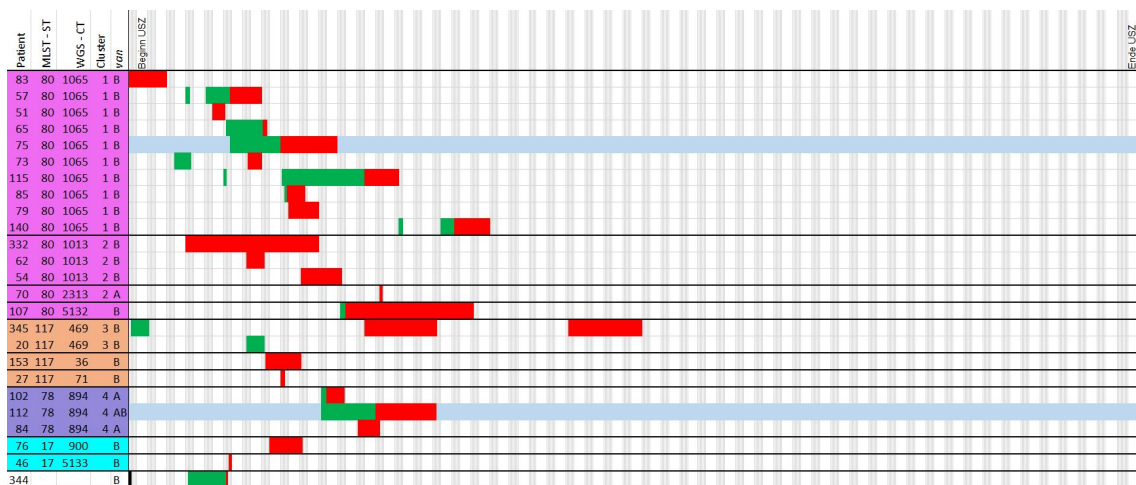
Ausschnitt der Linelist der Station 90. Abgebildet sind die stationären Aufenthalte der nosokomialen im Rahmen eines Ausbruchs sowie potenzielle Überträger unter Angabe des ST, des CT, des Clusters sowie des Resistenzgens (n = 25). Anzunehmende Transmissionen von VRE auf Basis der Gesamtgenomsequenzierung sind blau eingefärbt (n = 2), eine Transmission trat außerhalb des Untersuchungszeitraumes auf. Negative Screeningergebnisse sind schwarz umrandet. Für einen Patienten stand keine Probe zur Sequenzierung zur Verfügung.
